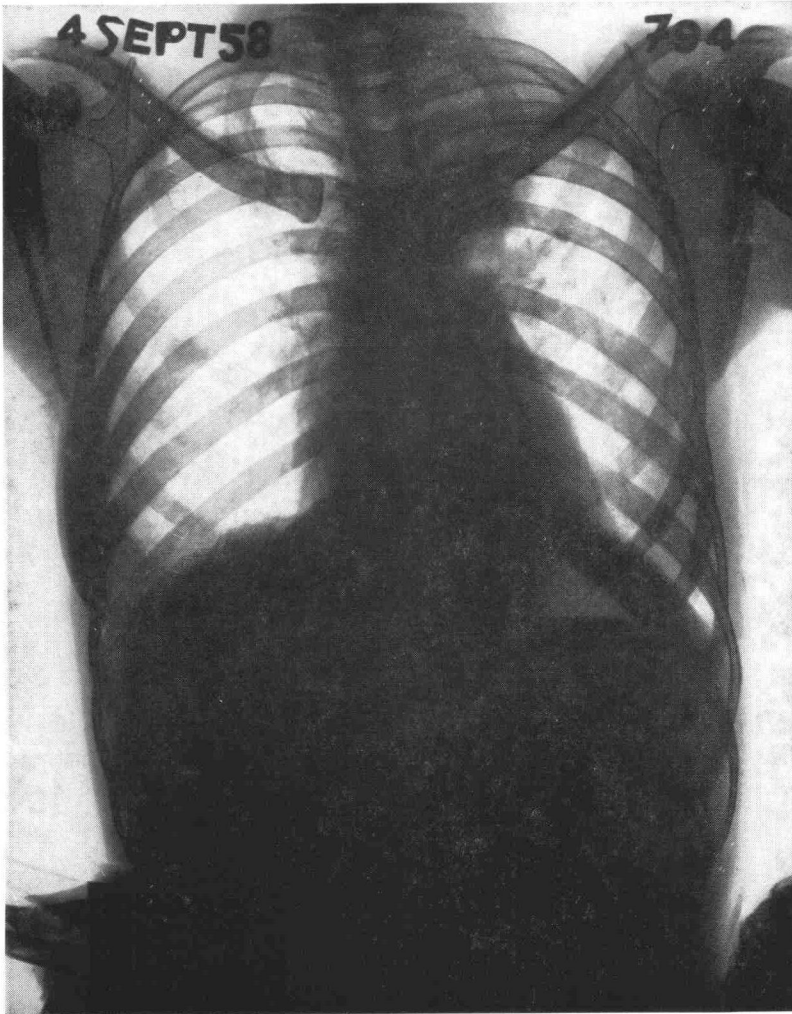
Observation n° 1. Radiographie postopératoire après lobectomie supérieure gauche.
